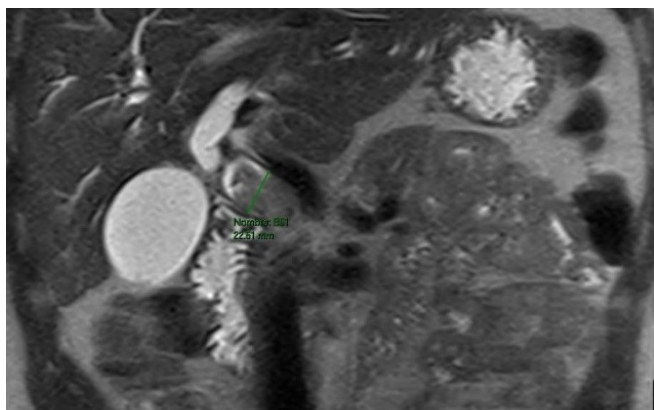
Colangio-RM. Lesión obstructiva endoluminal en colédoco proximal y medio sospechosa de neoplasia de la vía biliar
